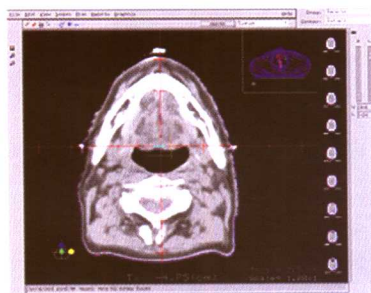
在激光定位仪的上方，两侧激光束的体表投影点上贴附金属标记，CT 扫描时可产生原始等中心点及坐标系。通过 CT 资料的测量可移动激光束产生计划等中心点及其坐标系，并重新进行体表标记
